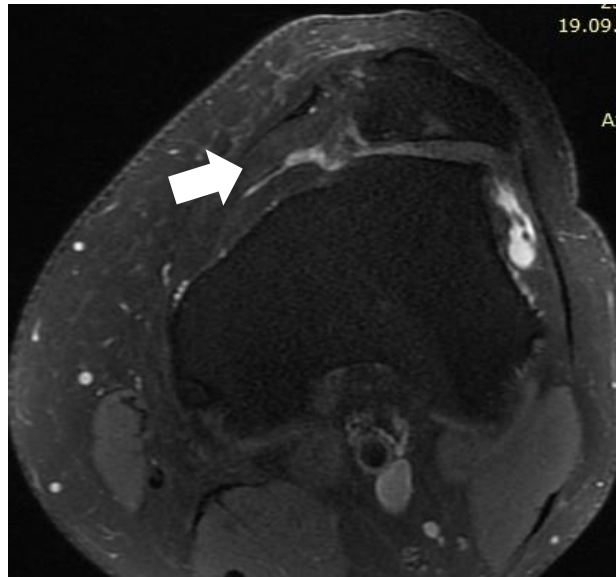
МРТ-грамма КС пациента Д.
